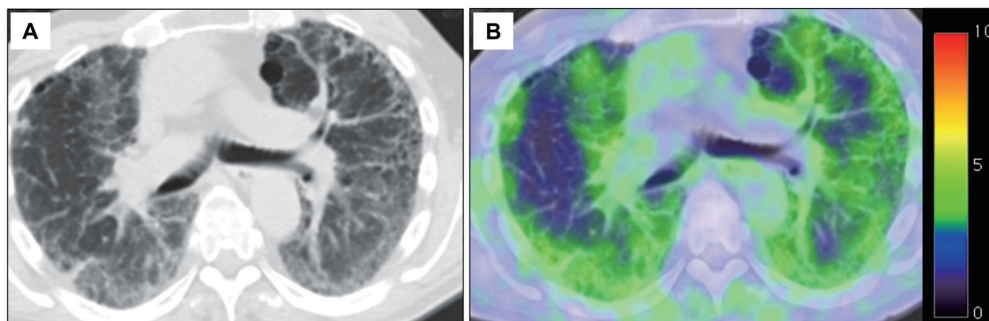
68歳，男性。関節リウマチ合併間質性肺炎 (A: 胸部CT, B: Ga-68 FAPI-46 PET/CT)。両肺のすりガラス影や網状影に一致して，FAPI集積が認められる。
